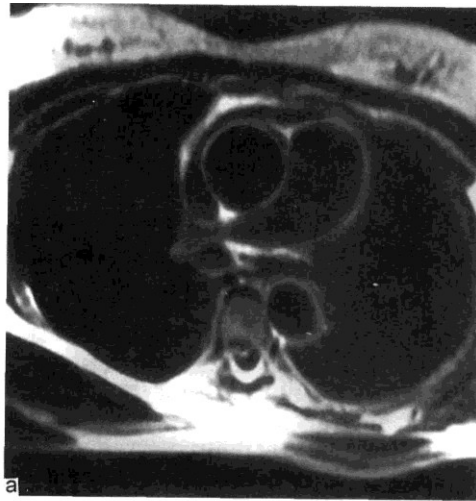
Субтотальный стеноз правой легочной артерии. а — Т1-взвешенное изображение, аксиальная плоскость; б — кино-МРТ.
